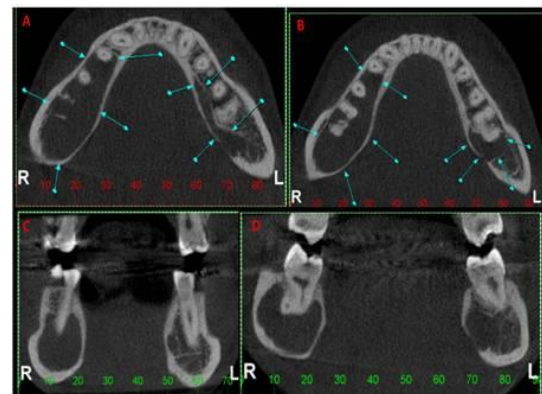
Tomografia Computadorizada *Cone Beam*. A e B: Cortes axiais; C e D: Cortes coronais
